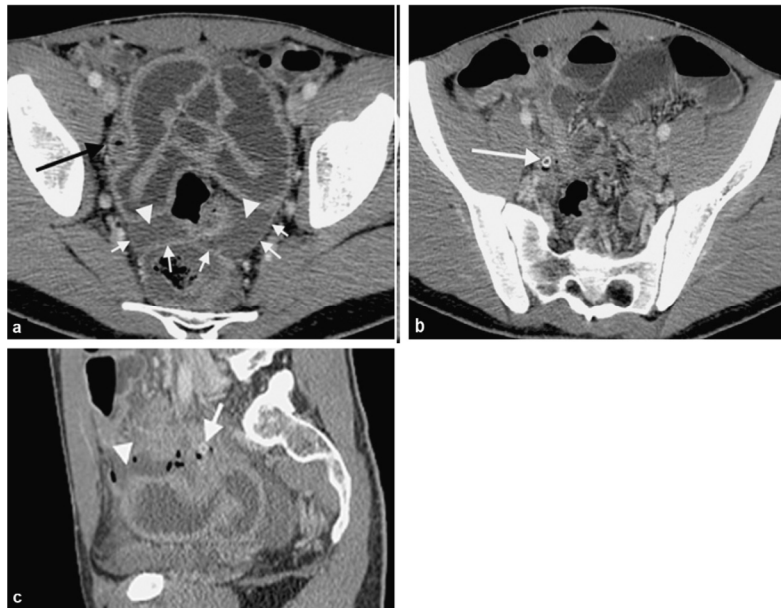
Appendicite aiguë compliquée à la TDM
